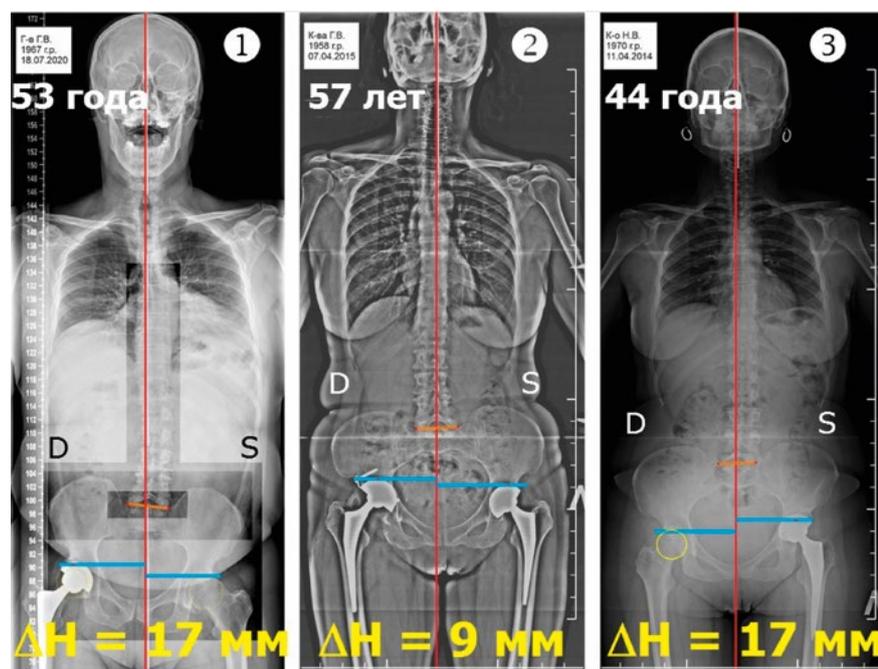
Примеры поструральных рентгенограмм трех пациентов с аРДН после эндопротезирования. Примечание: Δ Н – анатомическая разница в длине ног. Пациент № 1 – сильная боль в интактном тазобедренном суставе; № 2 – боль в пояснице; № 3 – трохантерит левого полуэтаза
